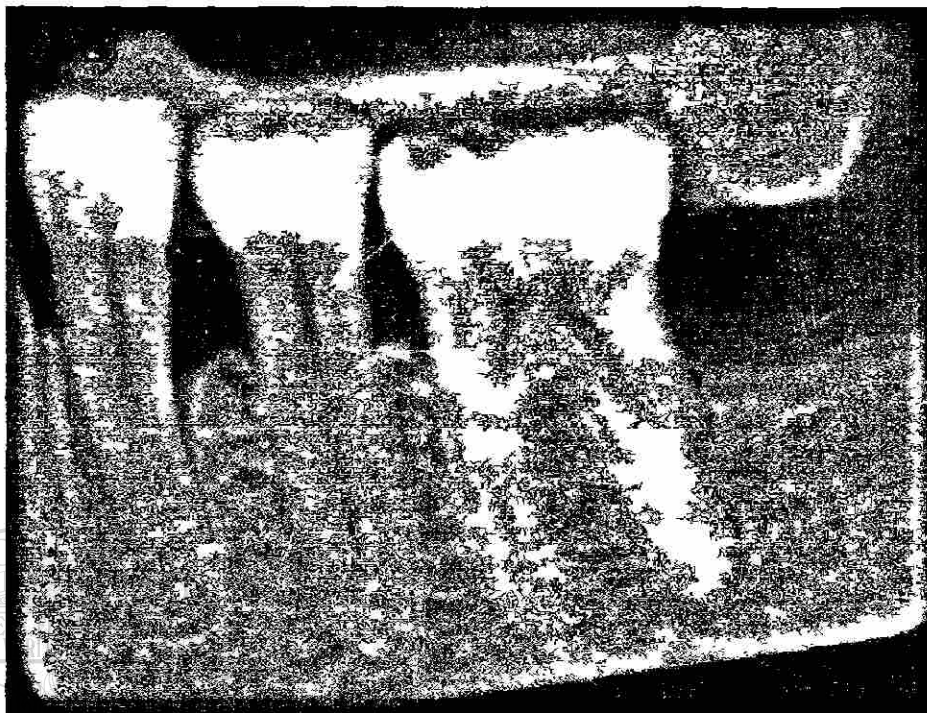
Radiografía intraoral, 1 año después del retiro de membrana.
